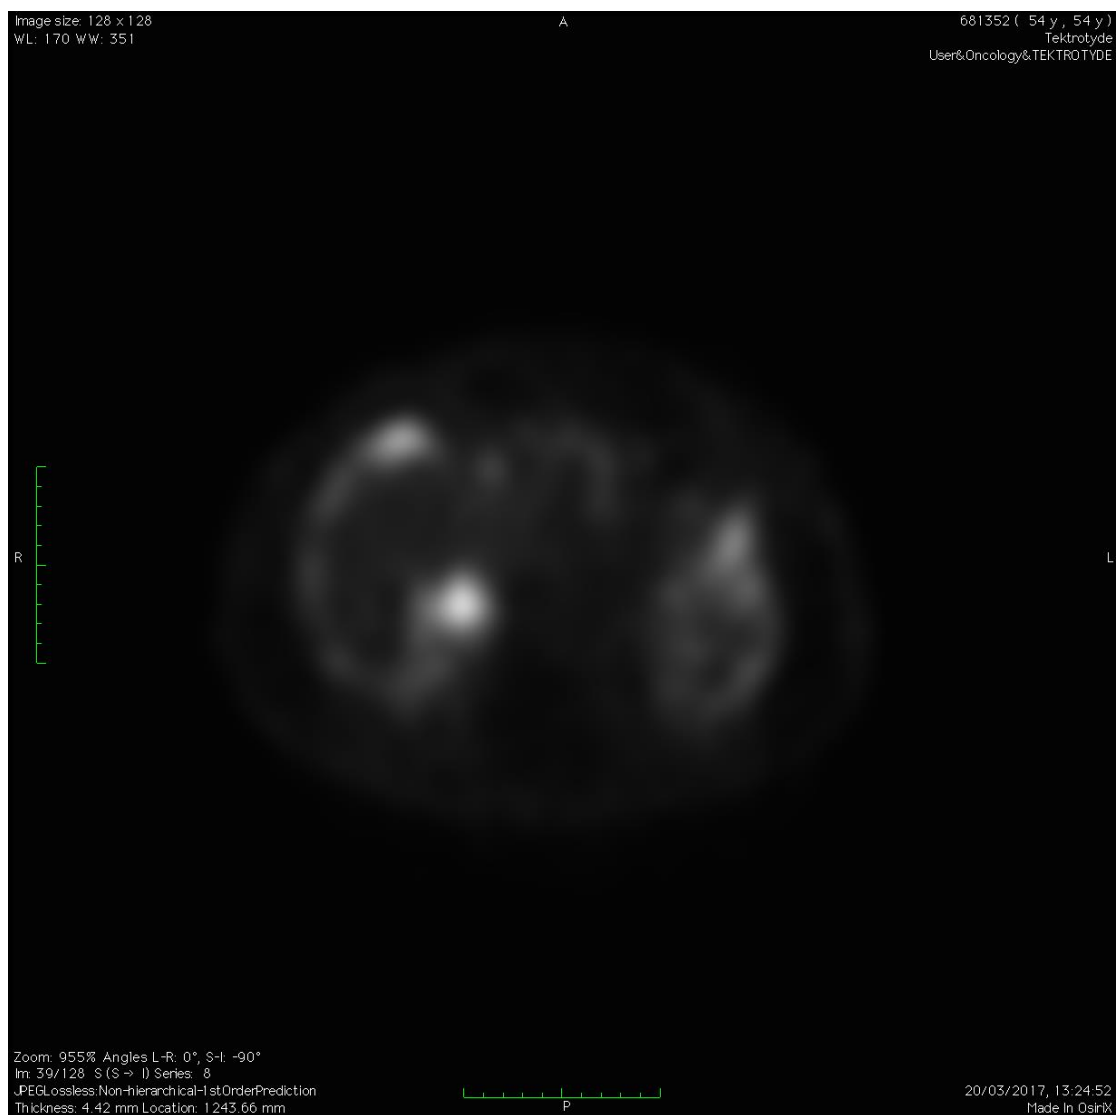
Εικόνες ασθενούς με NENs λεπτού εντέρου με ^{68}Ga -DOTA-TOC-PET-CT. α-γ: Ο πρωτοπαθής όγκος και η λεμφαδενική μετάσταση είναι ορατές στις εγκάρσιες εικόνες. δ-φ: ενώ οι στεφανιαίες τομές αναδεικνύουν μόνο τον πρωτοπαθή όγκο. Από ⁸⁵.
